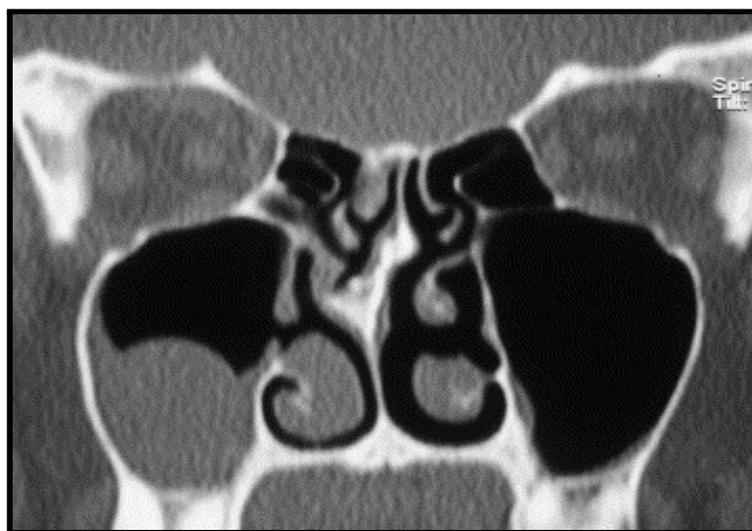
coupe frontale de CBCT montrant un kyste de rétention muqueux (source : EMC - Oto-rhino-laryngologie, volume 2, 2005)
